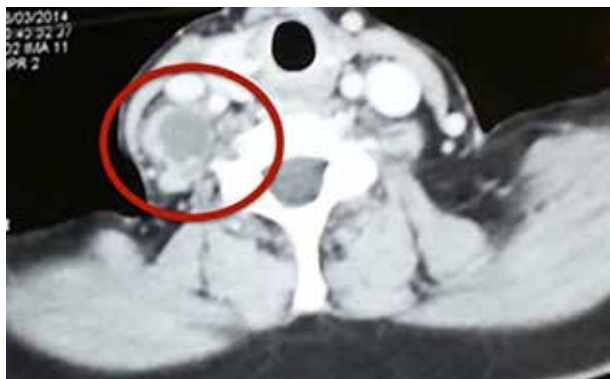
Tomografía de cuello. Corte transversal.
